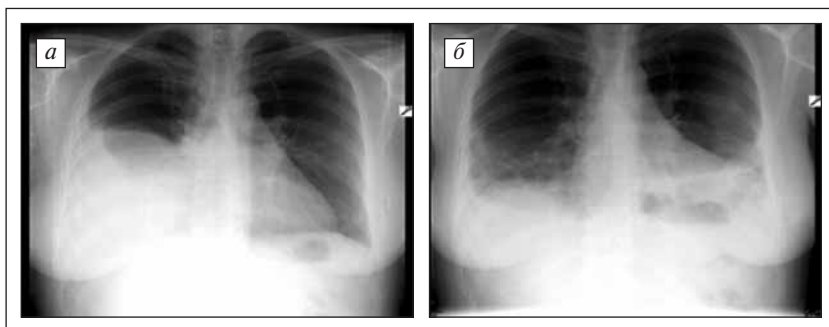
Рентгенологическая картина внутриплеврального экссудата до и после лечения: а — накопление плеврального экссудата в правой плевральной полости до начала внутриплевральной ИТ Ронколейкином; б — практически полное отсутствие плеврального экссудата в правой плевральной полости в конце курса ИТ Ронколейкином
